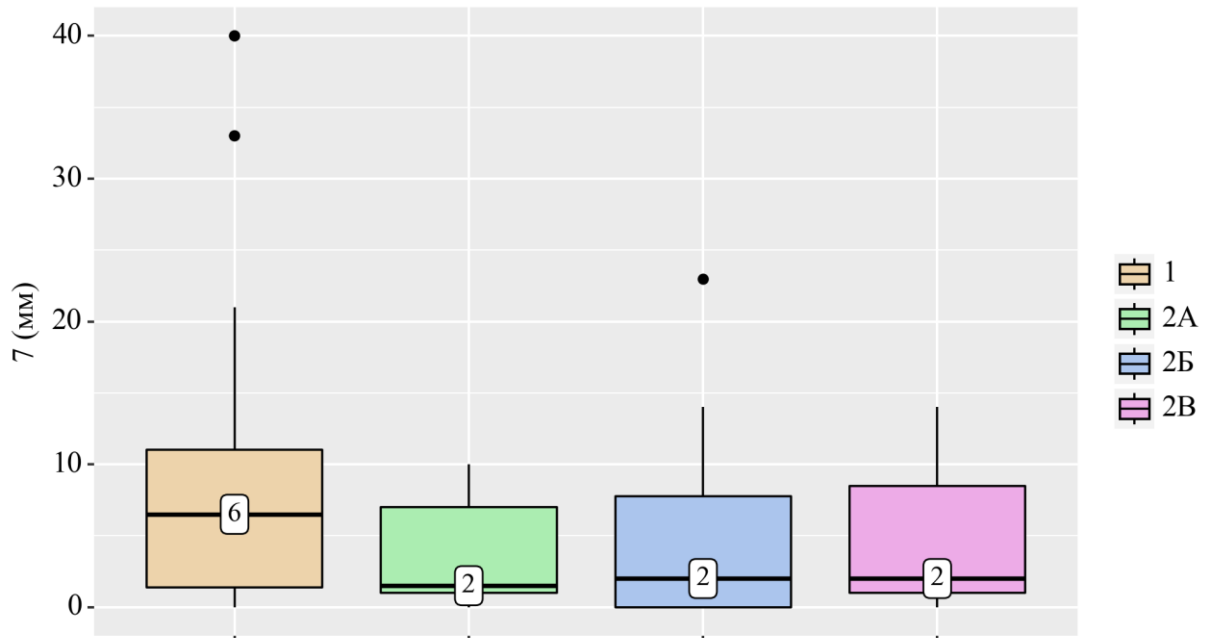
Анализ динамики отхождения конкрементов по данным УЗИ на 7-е послеоперационные сутки
